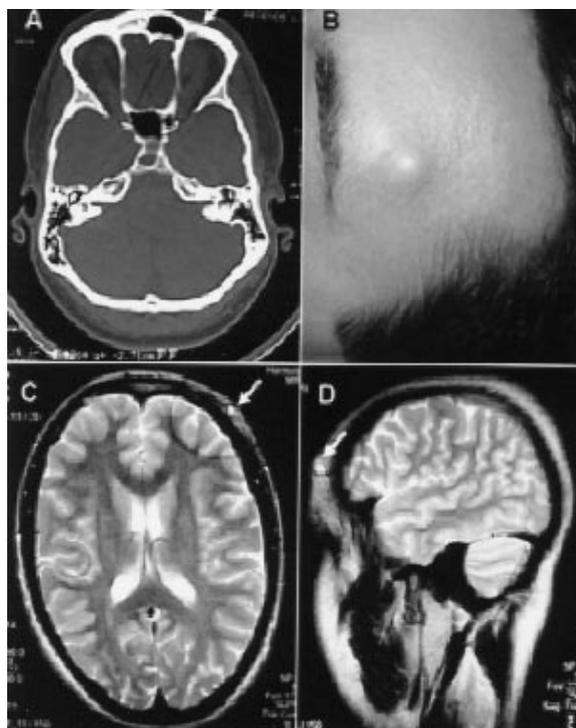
A: TC de crânio (janela óssea) na admissão hospitalar, evidenciando fratura frontal à esquerda (seta branca). B: Fotografia do paciente mostrando lesão expansiva na topografia da ATS esquerda. C e D: RM mostrando discreto aumento de partes moles extracranianas e lesão captante de contraste (setas).
